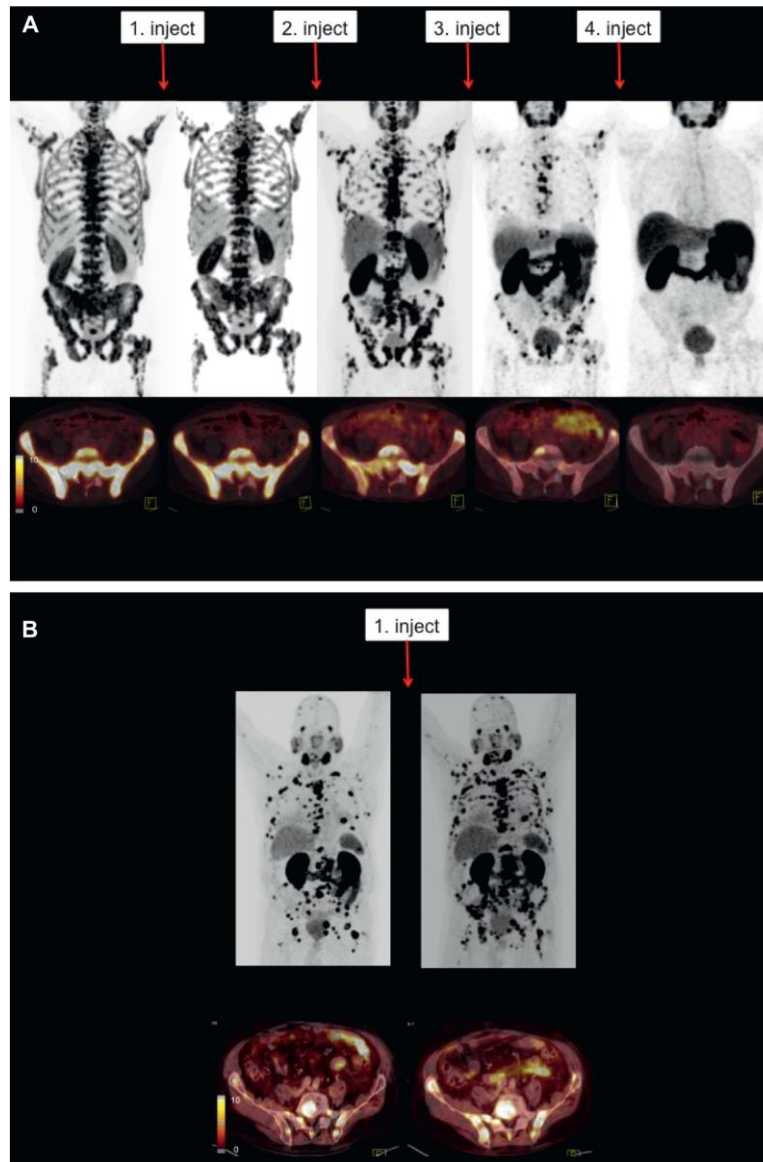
Erste Erfahrungen mit der RLT: ^{68}Ga -PSMAPET/CT bei ausgewählten Patienten: A, vollständige Remission bei einem 71-jährigen Mann, der 4 Zyklen ^{177}Lu -PSMA-I&T RLT als Fünftlinientherapie erhielt. B, primär fortschreitende Erkrankung bei einem 73-jährigen Mann, der 1 Zyklus ^{177}Lu -PSMA-I & T RLT als Fünftlinientherapie erhielt.
